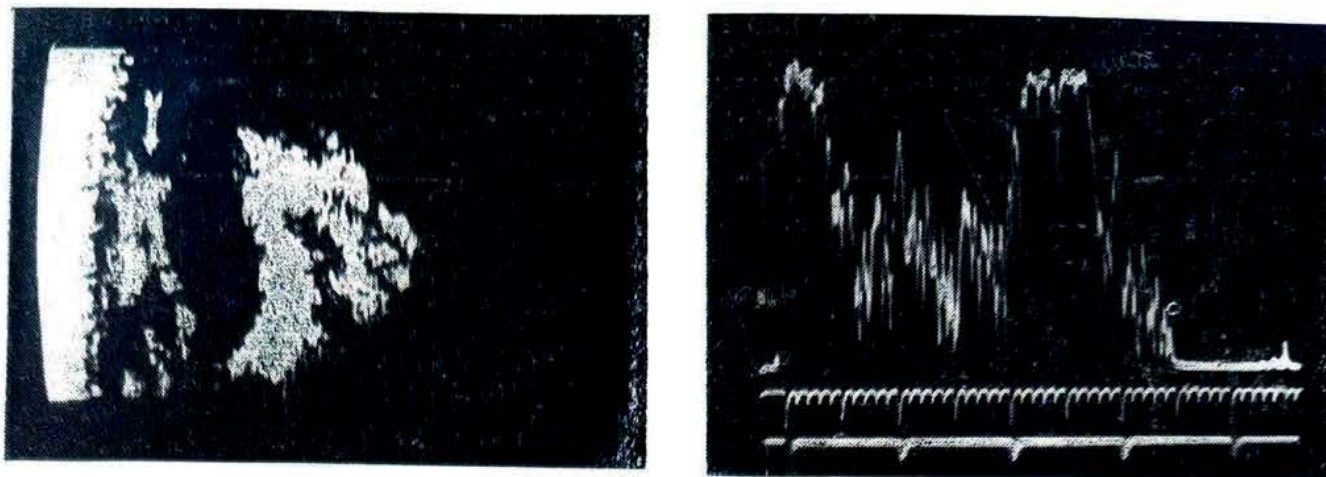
ECOGRAFIAS DAS FIBROPLASIA RETRO-LENTAL. Nota-se ecos de média altura (ecografia "A") e média intensidade de brilho (ecografia "B") situados logo atrás do cristalino.
